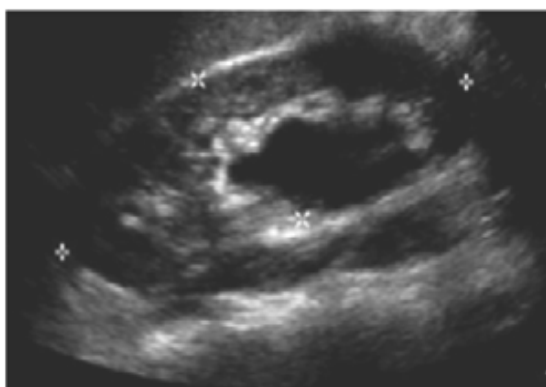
Long-axis renal ultrasound views of representative SFU grades 0 to IV
